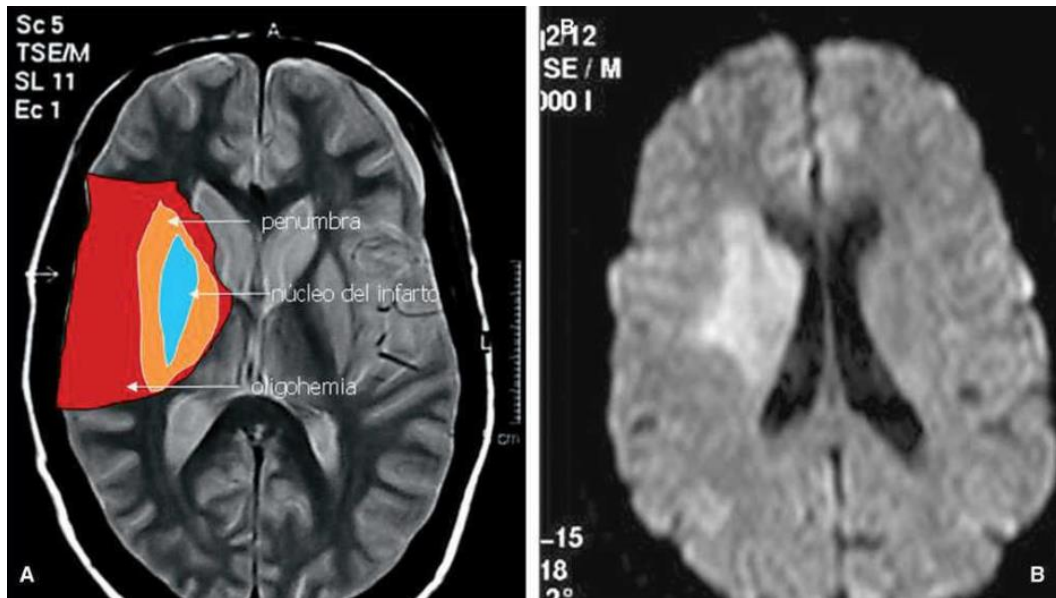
RM de difusión en ictus isquémico precoz. A: áreas tisulares. B: área correspondiente al núcleo del infarto (10).
